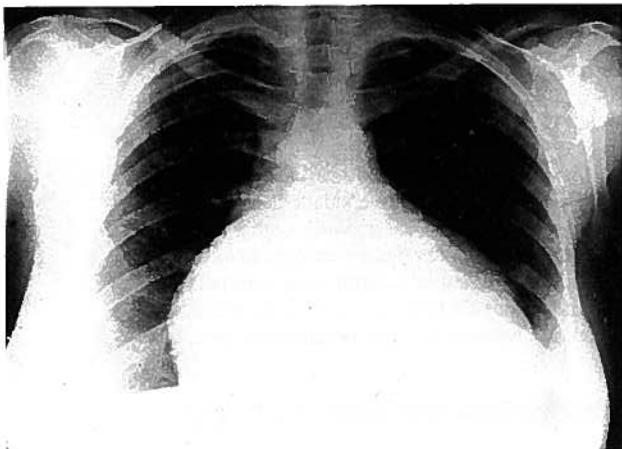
Radiografia do Tórax – PA : a aurícula direita está dilatada e a câmara de saída do ventrículo direito está deslocada para a esquerda (veja-se a convexidade do bordo superior esquerdo da silhueta cardíaca).
